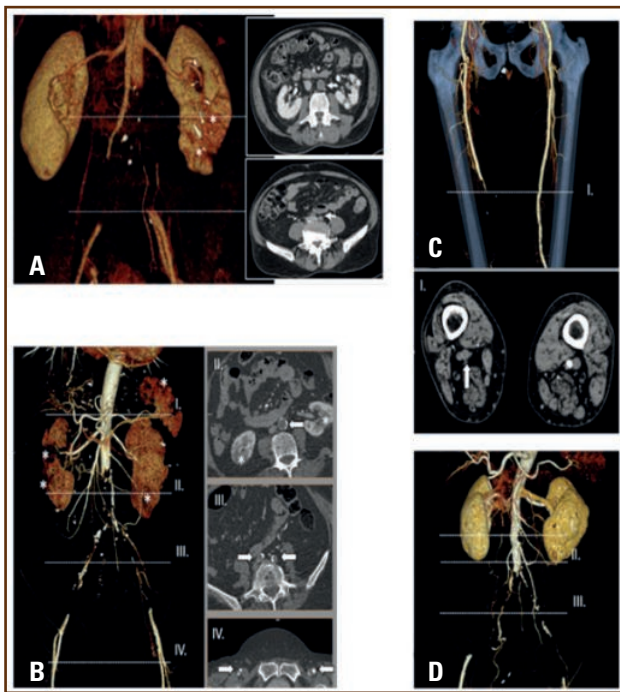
A. La imagen angioTAC en 3D muestra la extensa trombotosis de la aorta infrarrenal con la extensión a ambas arterias ilíacas comunes. Las imágenes en detalle muestran el defecto de repleción en la aorta infrarrenal e infartos a nivel del riñón izquierdo. B. La imagen angioTAC en 3D muestra una extensa trombotosis de la aorta infrarrenal con extensión a las arterias ilíacas con repermeabilización a nivel de las femorales comunes (flechas en imagen en detalle IV). C. Tanto la imagen en 3D como el corte axial muestran la oclusión a nivel de la arteria femoral superficial derecha. D. La imagen de TAC en 3D demuestra la obliteración trombotica de la bifurcación de la aorta con extensión a ambas ilíacas comunes.
